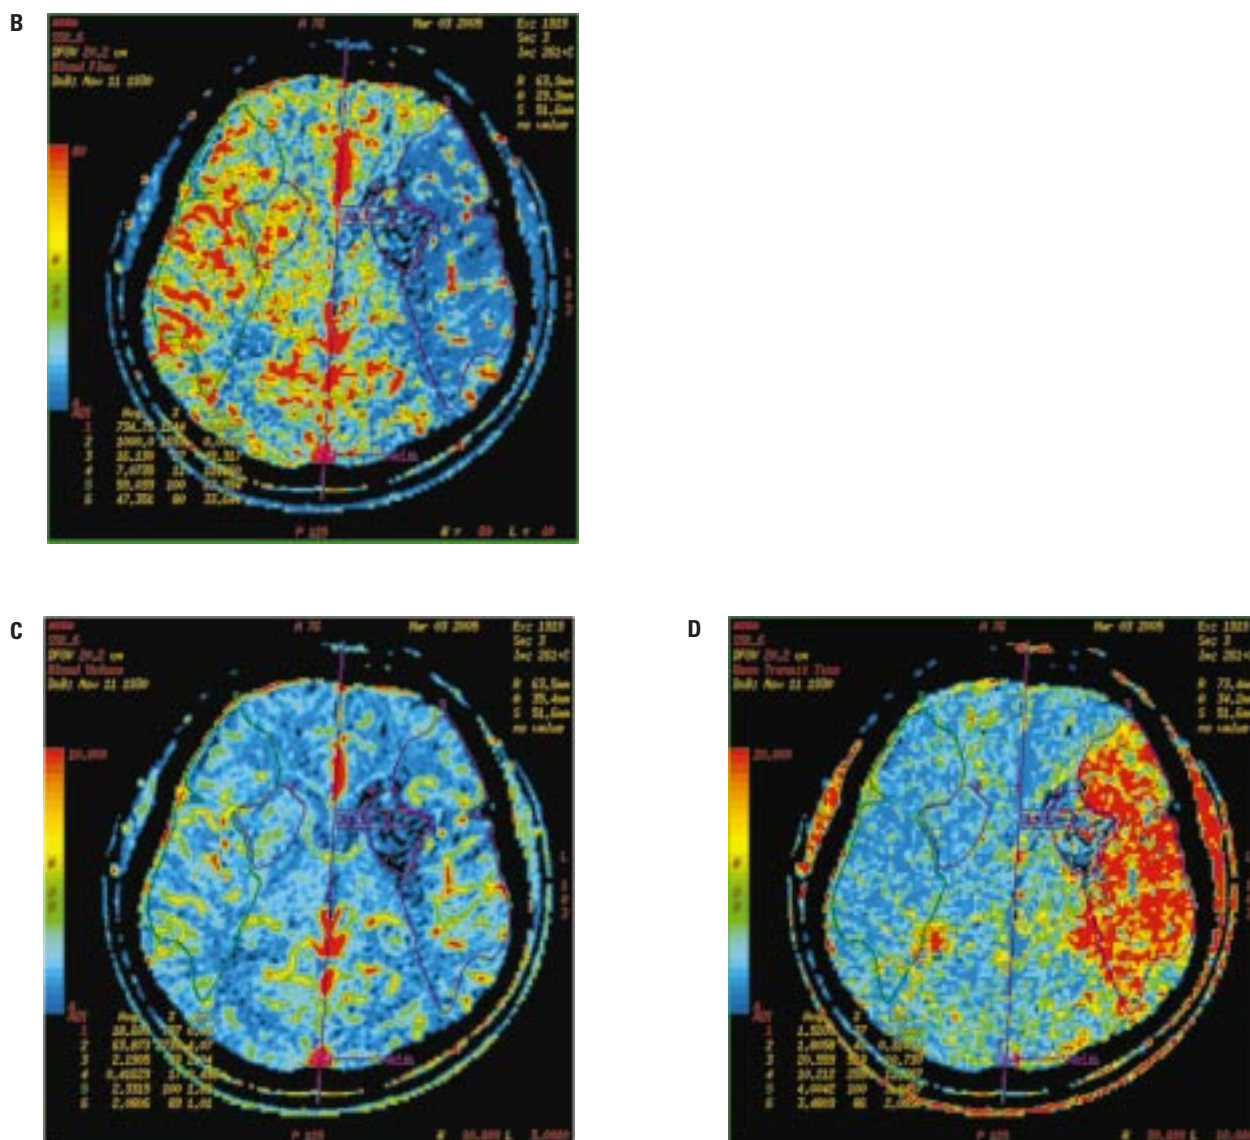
Badanie CT głowy — cechy świeżego niedokrwienia w postaci zatarcia obrysu jądra soczewkowatego po stronie lewej oraz zwężenia rowków mózgowych lewej półkuli w porównaniu ze stroną przeciwną
